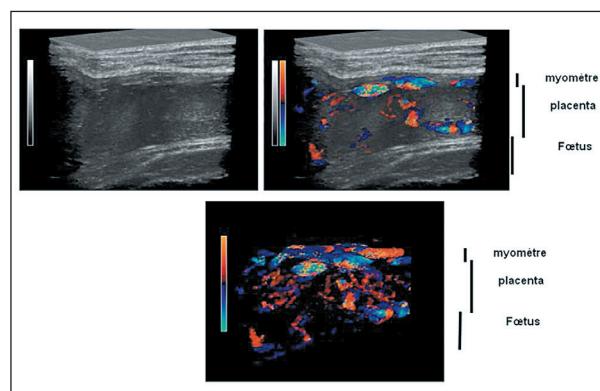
utérus et placenta en échographie Doppler couleur 3D (2<sup>e</sup> moitié de grossesse). (D'après Schaaps - Tsatsaris et al.). L'acquisition 3D est couplée au Doppler, puis seul le signal Doppler est extrait. Un important réseau vasculaire anastomotique est mis en évidence au niveau du myomètre. (Schaaps, Tsatsaris et al. 2005).
